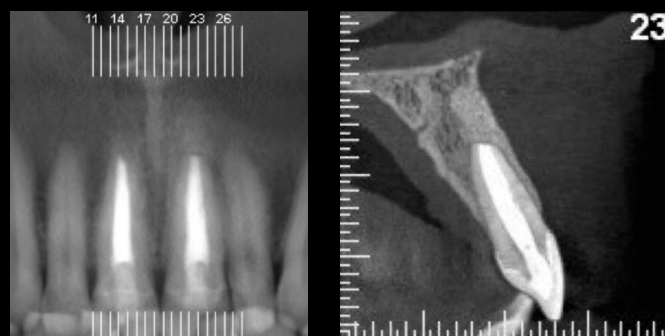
Control con tomografía computada de haz de cono al año de haber sido realizada la cirugía
